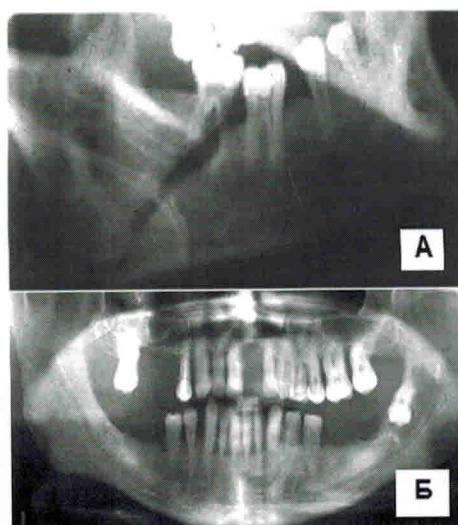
А – внеротовая рентгенограмма нижней челюсти в боковой проекции больного с травматическим остеомиелитом (перелом нижней челюсти в области 3.8 зуба); Б – антомограмма челюстей (ретенция 3.8 зуба, фолликулярная киста в области ветви нижней челюсти)
